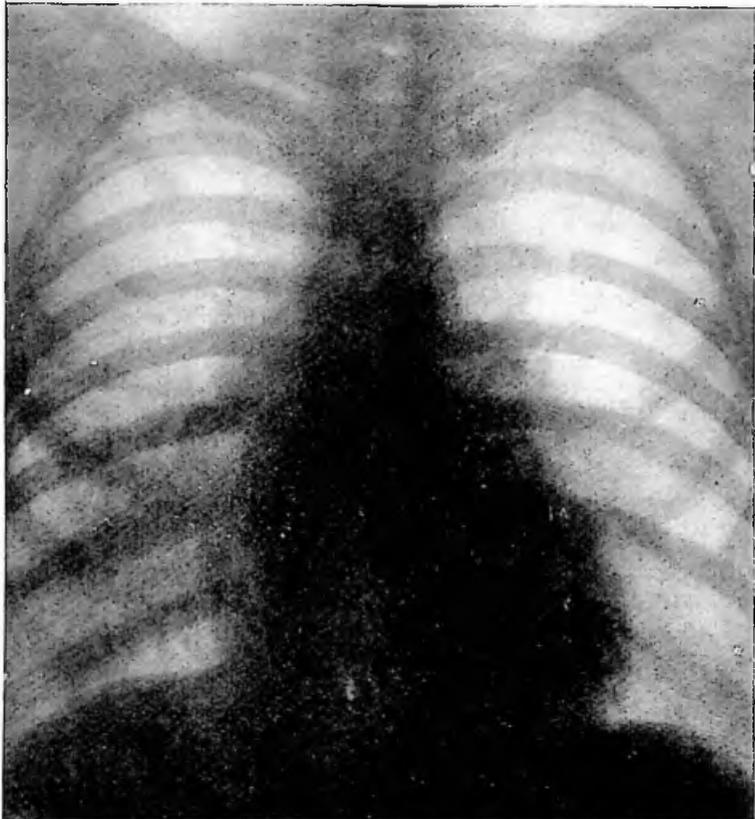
Obs. XXXV: Tele-radiografia do tórax em 25-11-46.
